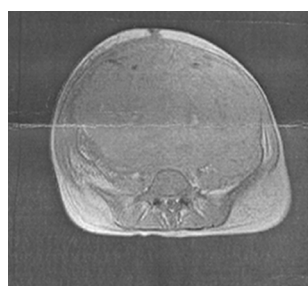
MRI矢状位及横断位示肿瘤上界达到剑突下缘,下界达盆底,两侧充满达腹壁,伴坏死
